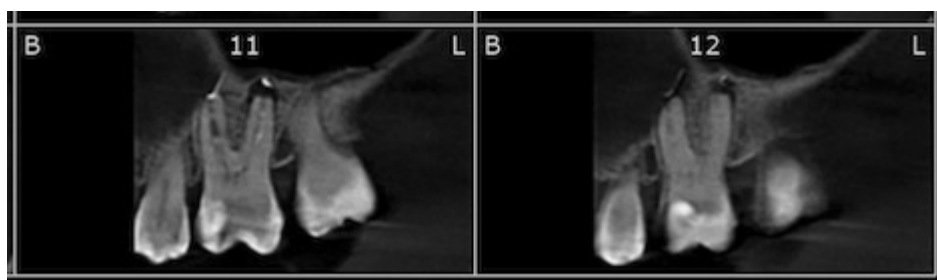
presença de lesão periapical no canal distovestibular. Fonte: cedido pela paciente.
